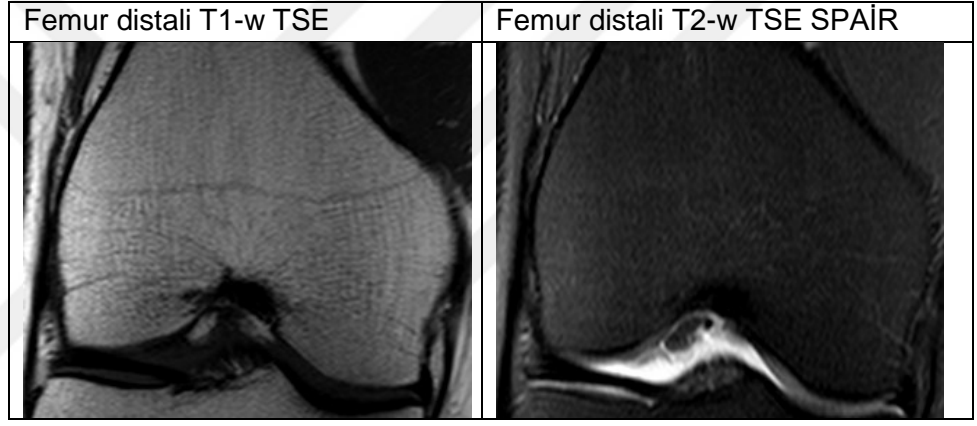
16 yaş erkek vakaya ait 3. evre olarak tespit edilen MRG'leri
